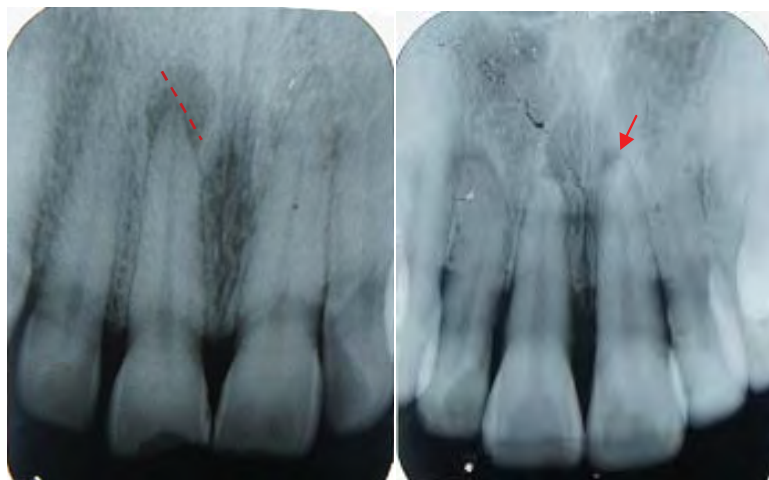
Radiografias periapicais iniciais utilizadas para medição do maior diâmetro apresentado pela lesão periapical.
